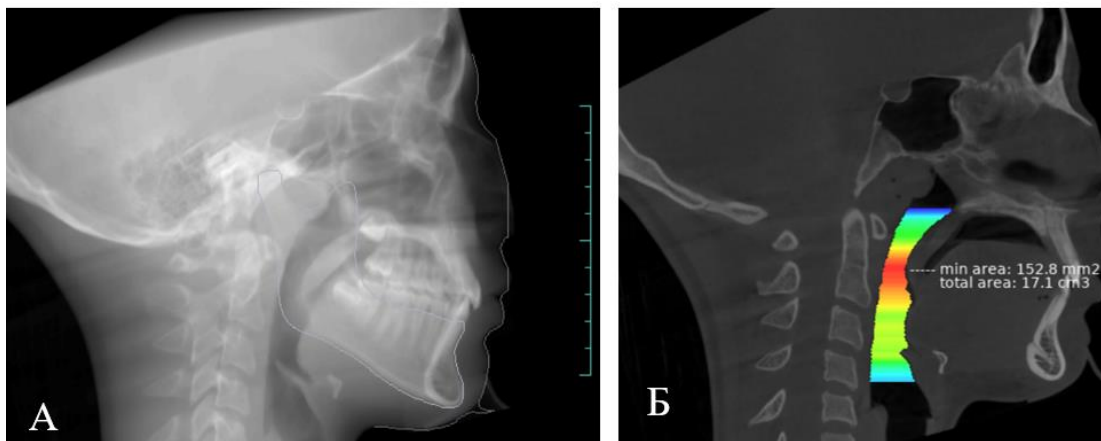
Рентгенологическое исследование. А – боковая ТРГ из КЛКТ, Б – визуализация дыхательных путей в Diagnocat
